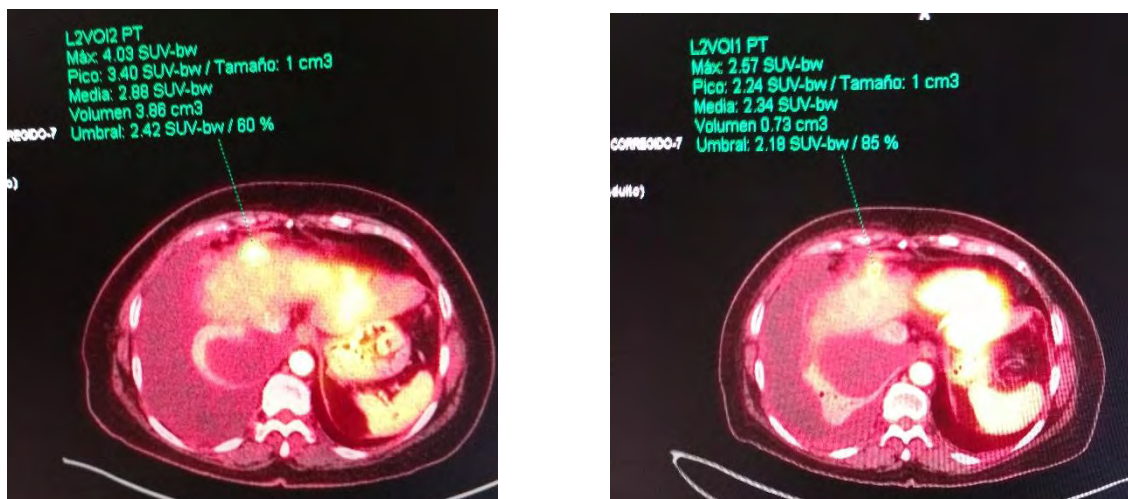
PET-CT del paciente 2 antes (izquierda) y después (derecha) de tratamiento.
